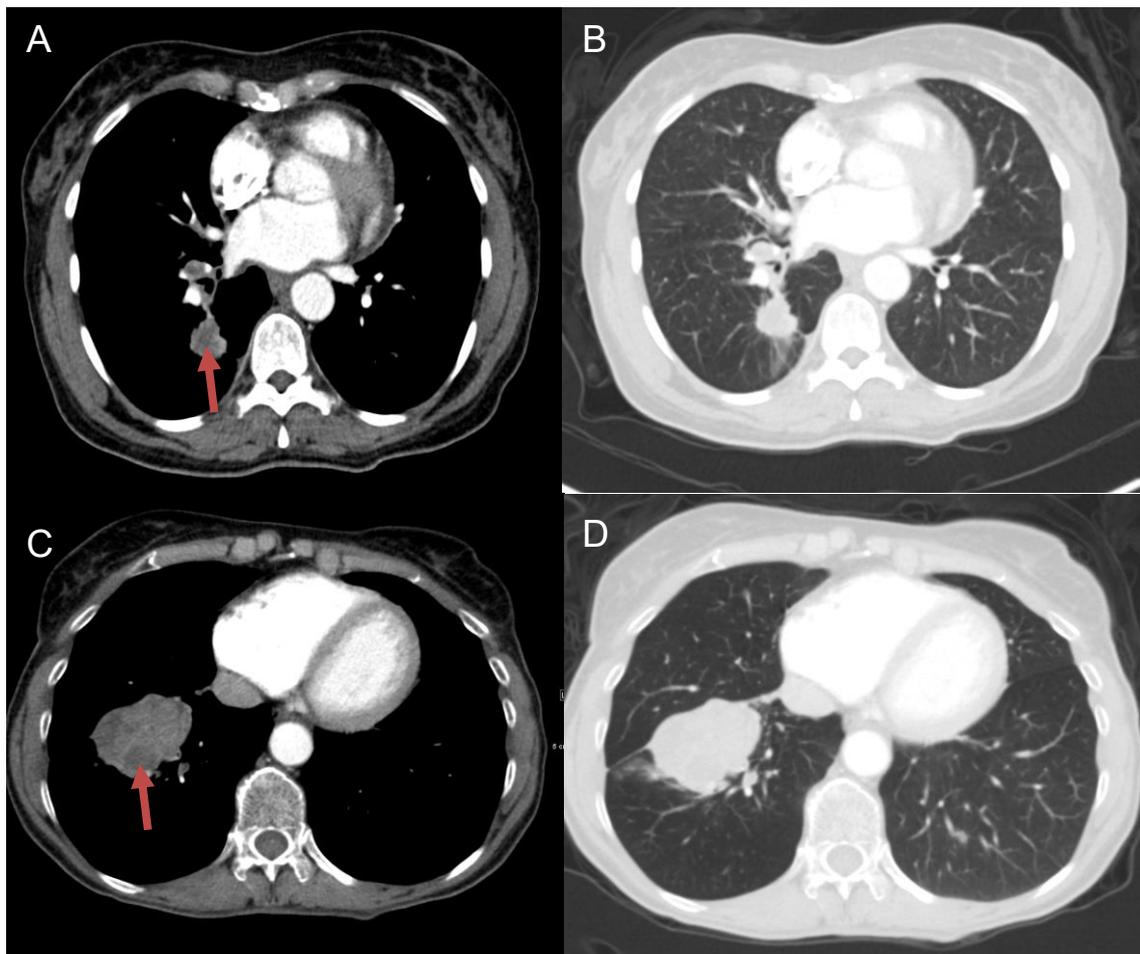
Kontrastmittelgestützte Computertomographie von Adeno- und Plattenepithelkarzinom
